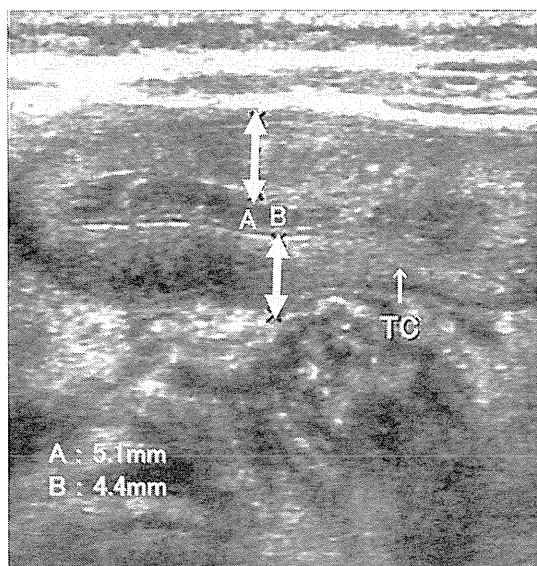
Edematous change of the transverse colon of a patient with STEC infection (abdominal ultrasonography)
